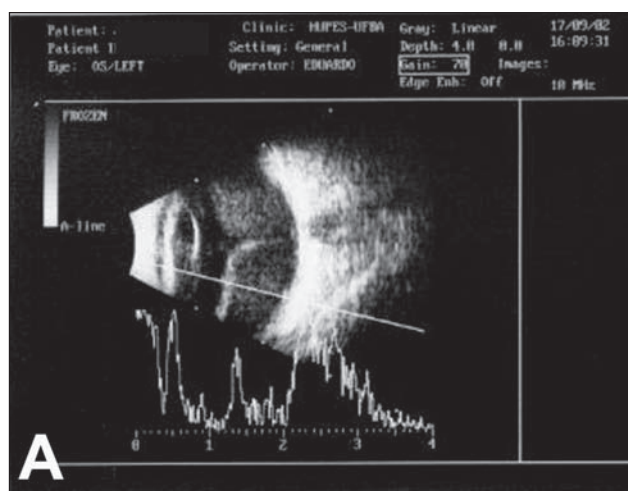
A) Ecografia em corte axial: Caso 2 - Imagem sugestiva de descolamento total de retina, com presença de cristais em líquido sub-retiniano e ausência de tumor; B) Tomografia computadorizada das órbitas: Caso 10 - Imagem sugestiva de descolamento total de retina, não se vê calcificação ou tumor intra-ocular
